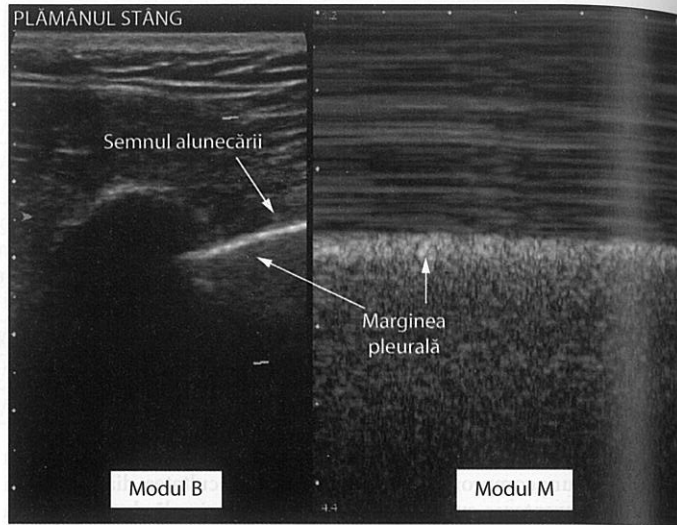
Ecografia în modul M și modul B, relevând imaginea unei pleure normale (A) și patologice (B). [Imagini folosite cu permisiunea lui Casey Glass, MD, Wake Forest School of Medicine.]
